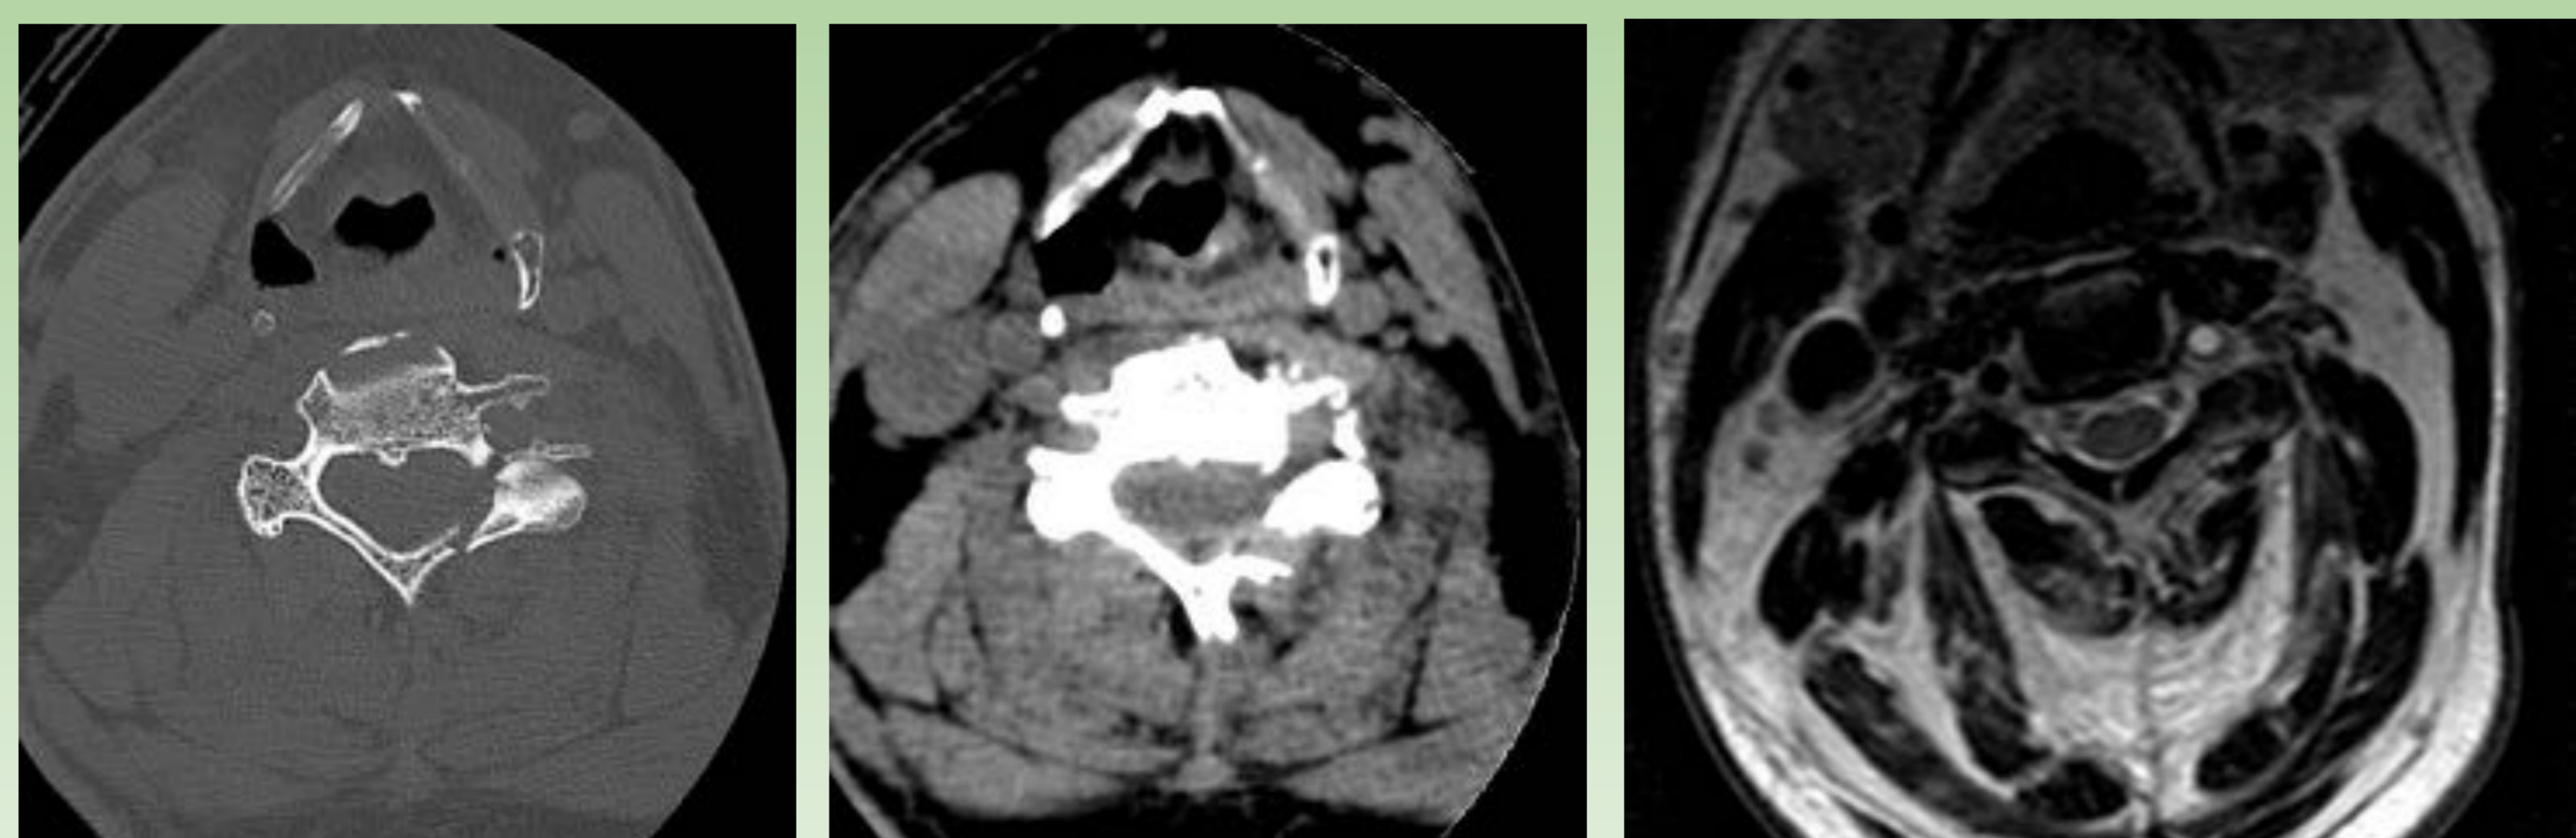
TC de cervical: fractura de elementos posteriores de C5 afectación de la arteria vertebral izquierda.
